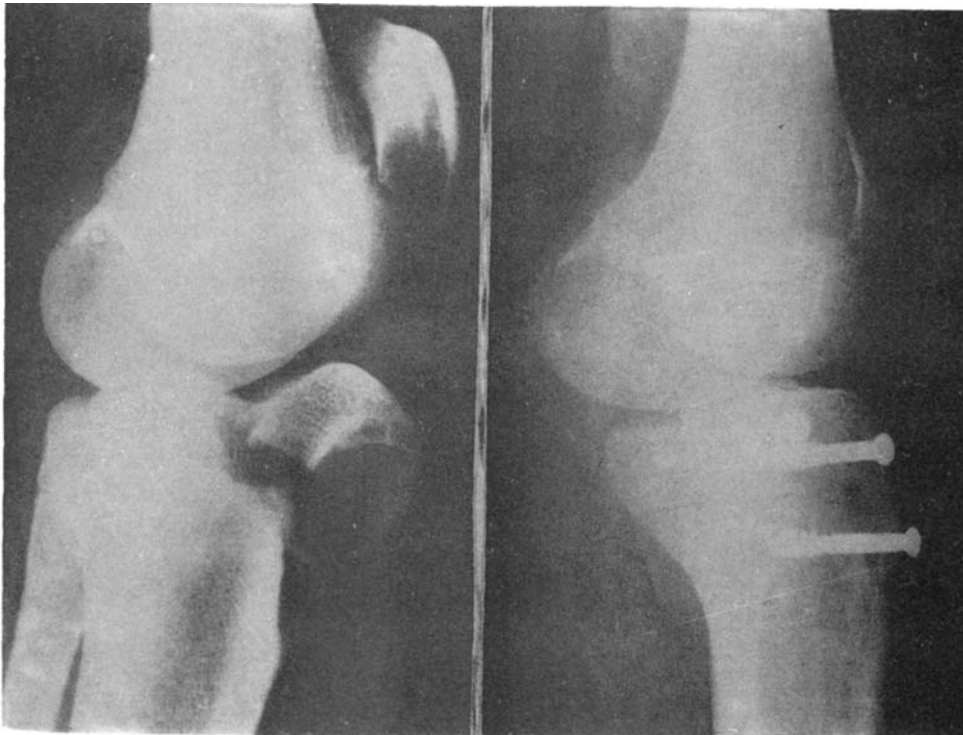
Radiografía de perfil de la rodilla correspondiente al caso núm. 3, en la que se puede observar el arrancamiento de la tuberosidad, junto a un gran fragmento epifisario que se encuentra volteado.
